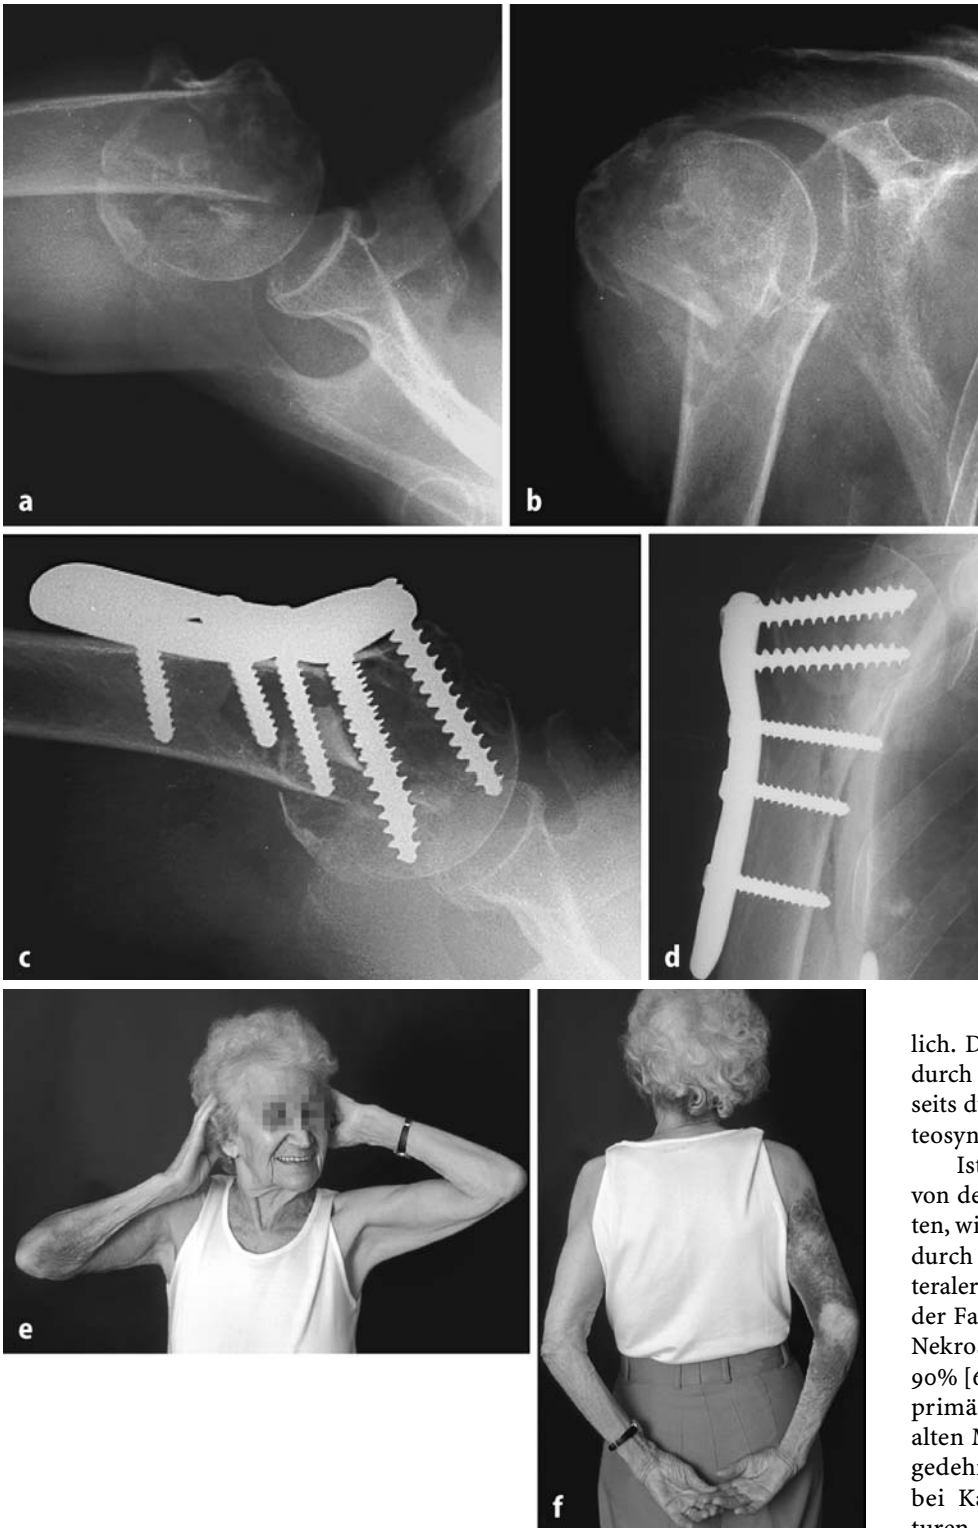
a-f ◀ 87-jährige, allein stehende Patientin mit dislozierter 4-Fragment-Fraktur (a, b). Röntgenkontrolle (c, d) und Funktion (e, f) am 8. postoperativen Tag
